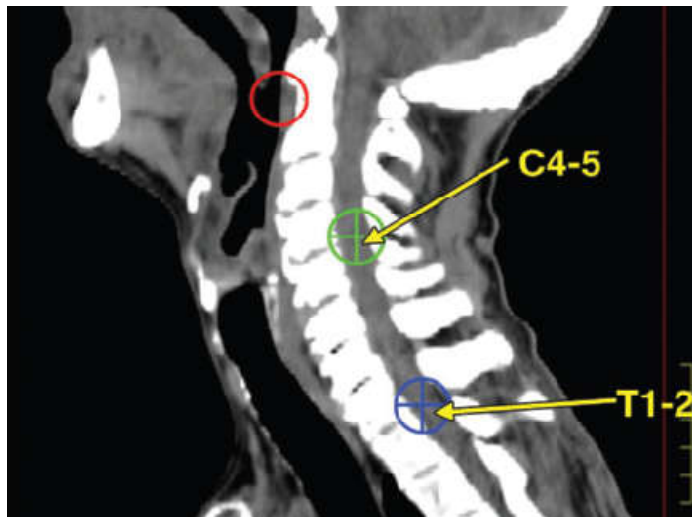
identificación del origen de los nervios a partir de un corte sagital de una TC de cabeza y cuello
